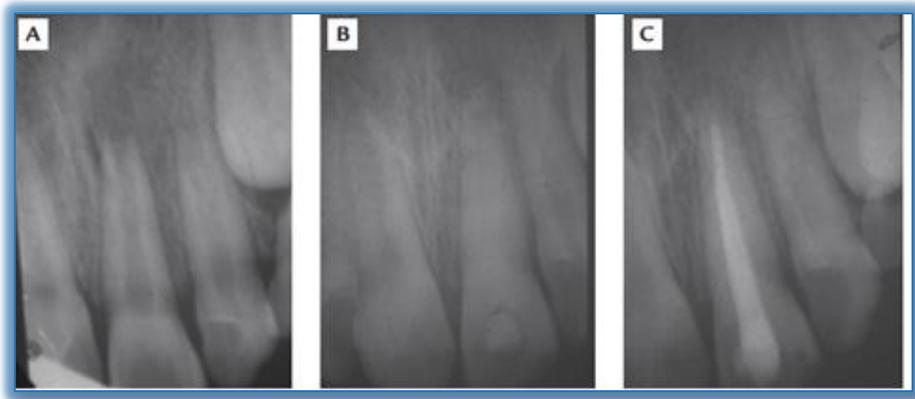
a, b y c. Radiografía periapical de un incisivo permanente inmaduro con necrosis pulpar, con tratamiento de apexificación tratado con hidróxido de calcio. a. en la radiografía se muestra una lesión apical y un ápice abierto. b. Radiografía 9 semanas después del
